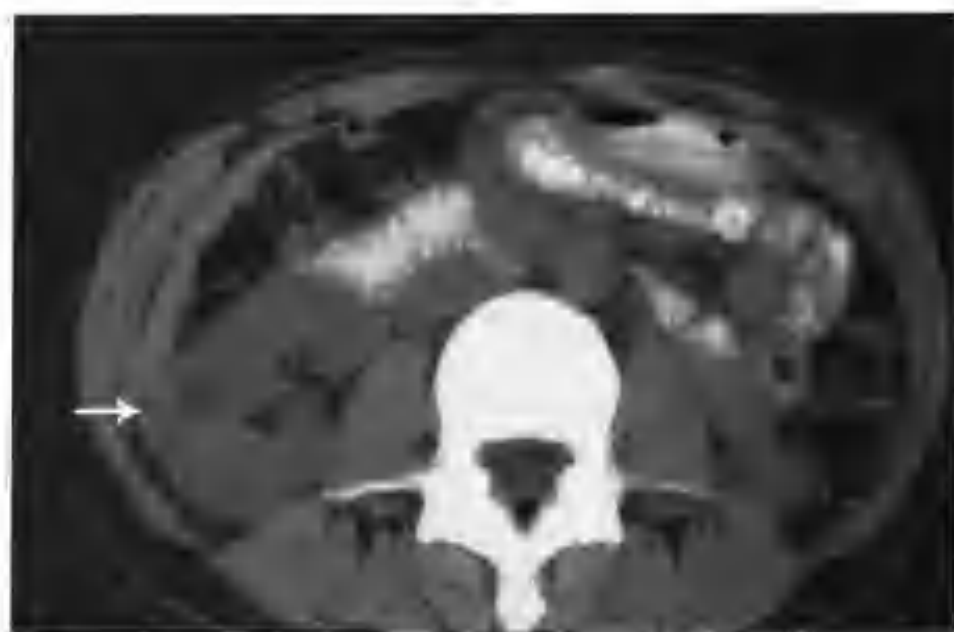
右肾错构瘤 (CT 平扫右肾中极见一个混杂密度病灶轻度凸出肾轮廓外, 其中最低密度区 CT 值 -9HU , 提示瘤内存在脂肪成分 (箭头))
